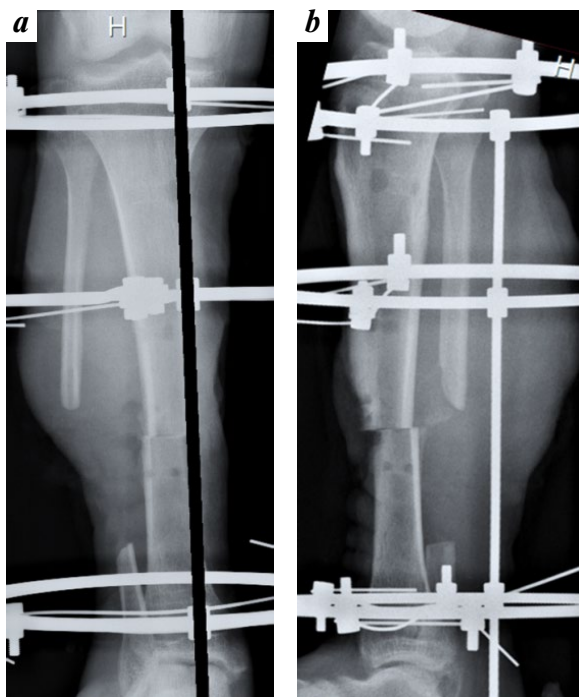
Рентгенограммы костей правой голени (а — прямая проекция, б — боковая проекция): выполнена концевая резекция обоих фрагментов большеберцовой кости в пределах 2–3 мм для достижения конгруэнтности, их репозиция и компрессия
